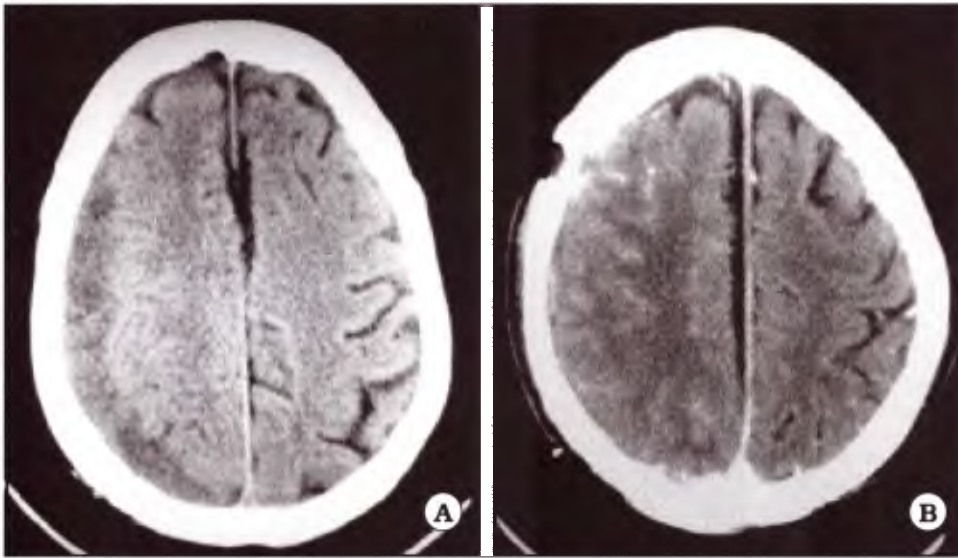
A. TAC de cerebro simple preoperatoria. B. TAC de cerebro con contraste postoperatoria que evidencia evacuación de la colección sin sangrados agudos y signos sugestivos de disrupción de la barrera hematoencefálica.
